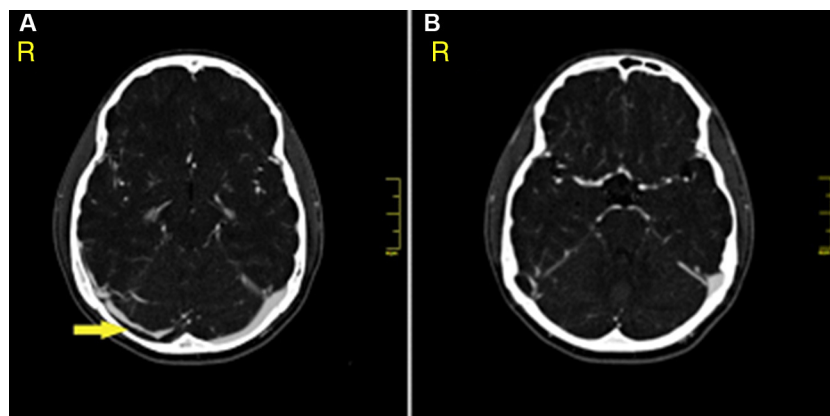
Cortes axiales de tomografía de cráneo con contraste en fase venosa (venografía por TC) donde se observa defecto de llenamiento parcial en el seno transverso derecho que se extiende hasta el seno sigmoideo (A), configurando el signo de «delta vacío» (B). No se evidencian alteraciones en el patrón de atenuación cerebral ni cerebeloso asociadas.
